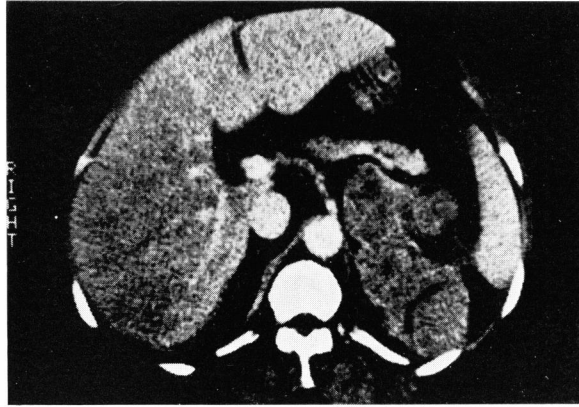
CT scan; 左腎上部に分葉状の腫瘍陰影がみられる。
